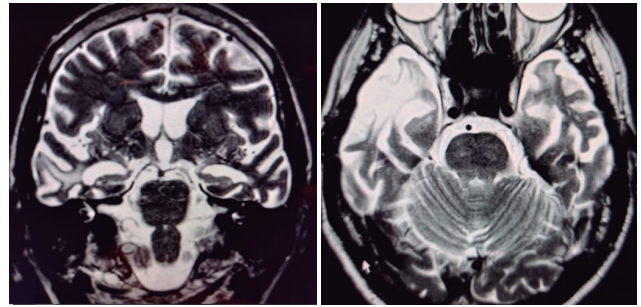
IRM de encéfalo secuencia T2 de un paciente de 69 años que presentaba marcada irritabilidad y trastornos de conducta. A. Corte coronal donde se observa marcada atrofia temporal derecha, “en hoja de cuchillo”. B. Corte axial donde podemos observar marcada atrofia del polo temporal derecho.
